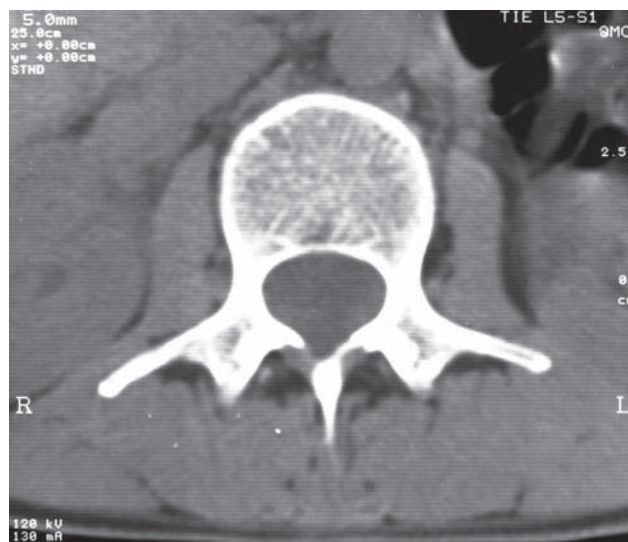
Secțiune axială CT la nivelul corpului vertebral L5. Aspect normal.
